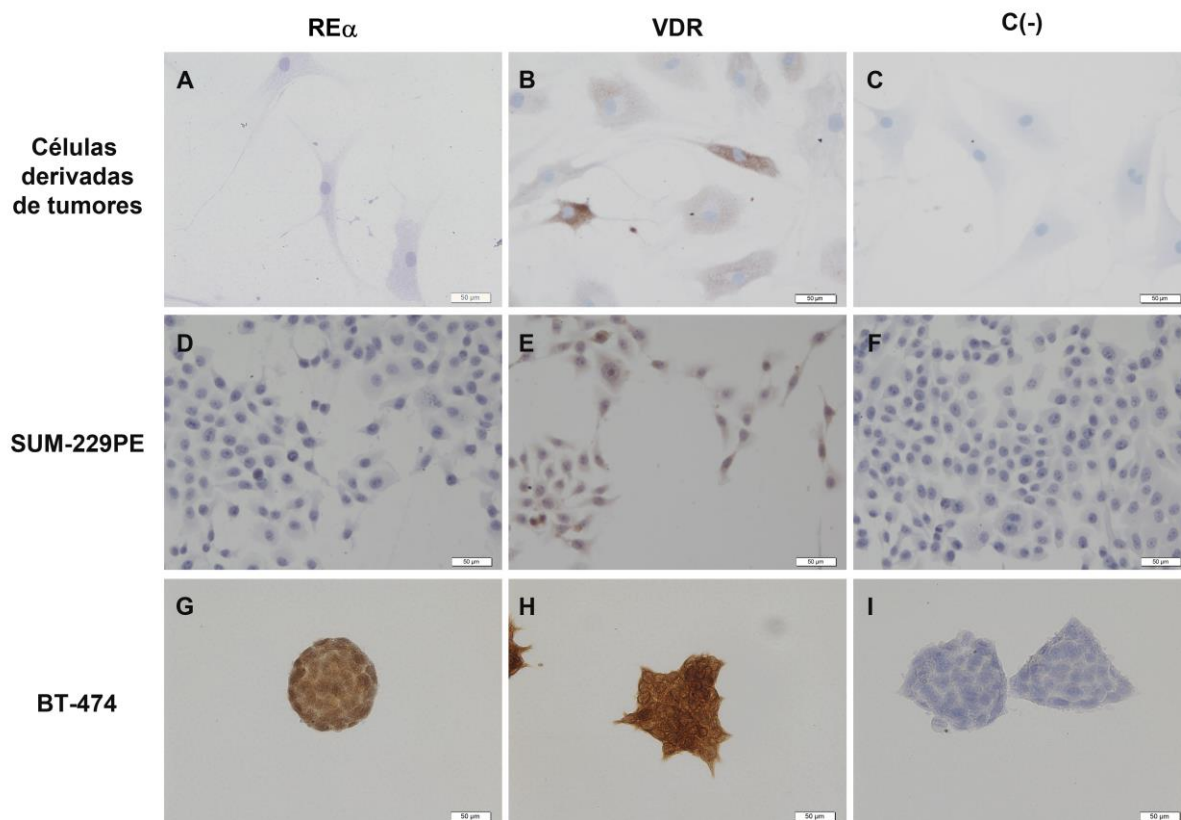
Imágenes representativas de las células derivadas de los tumores (A-C), SUM-229PE (D-F) y BT-474 (G-I). Las células derivadas de los tumores mamarios (A) y la SUM-229PE (D) fueron negativas para RE α , mientras que BT-474 fue positiva (G). Todas las células presentaron tinción para VDR (B, E y H) en regiones citoplasmáticas, nucleares y perinuclear (marrón). Los controles negativos se llevaron a cabo en ausencia del anticuerpo primario para cada línea celular (C, F e I). Las imágenes representativas se muestran en aumento de 20X.
